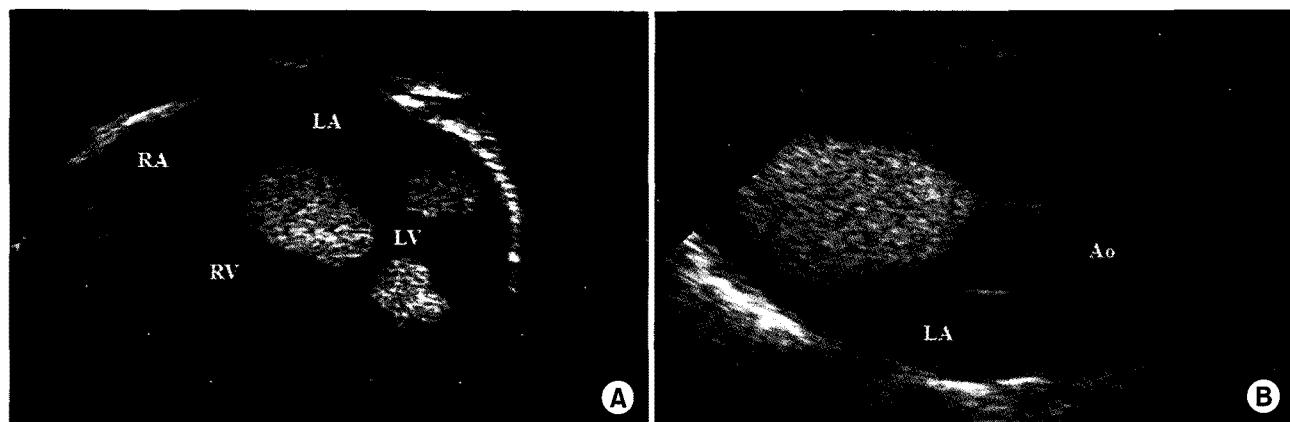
Preoperative echocardiogram. (A) Apical four chamber view showed three masses in left ventricle. (B) Parasternal long axis view revealed near total obstruction of left ventricular outflow tract. Ao=Aorta; LA=Left atrium; LV=Left ventricle; RA=Right atrium; RV=Right ventricle.
